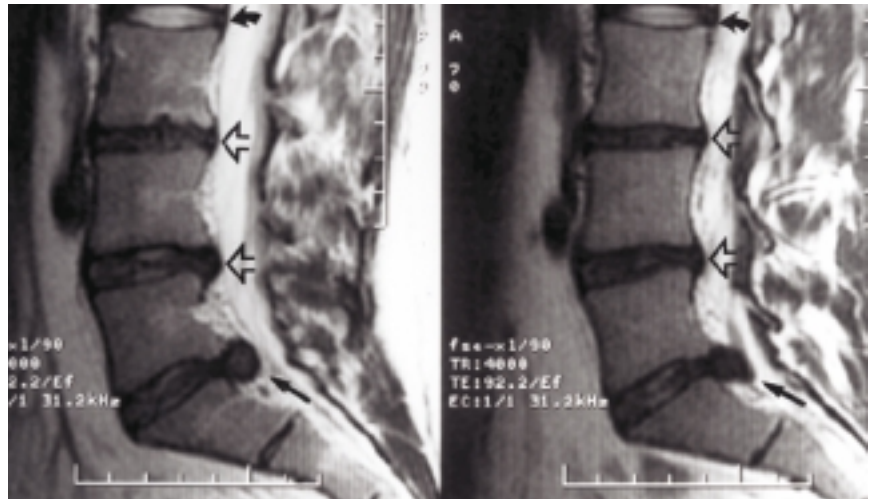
Hernie discale à L5-S1 chez un sportif de 27 ans : les images sagittales d'IRM à pondération T2 montrent une hernie discale à L5-S1 (flèche droite). Il n'y a pas de hernies aux disques L4-L5 et L3-L4 (flèches ouvertes), mais on voit des signes de discopathie avec un signal hypo-intense (noir) sur ces images à pondération T2, alors que le disque L2-L3 (flèche courbe) est normal avec un nucleus pulposus hyperintense (blanc).
